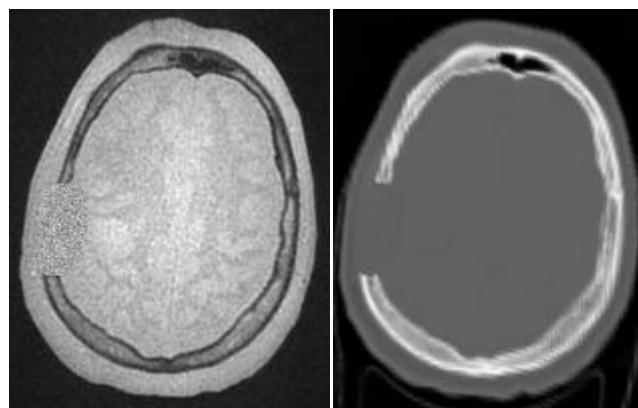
Génération virtuelle sur l'image ZTE (à gauche) et l'image CT (à droite) d'un trou dans l'os pariétal proche du PTV, que traversent une proportion importante des faisceaux du traitement (environ 50%).
